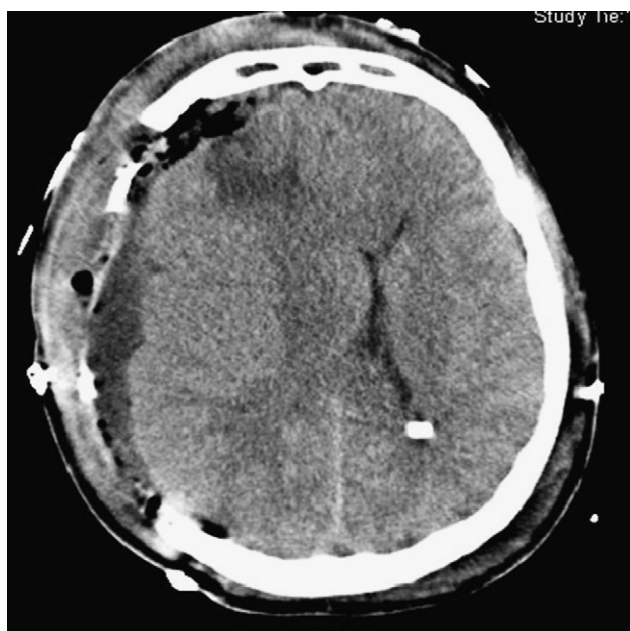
Imagen de tomografía computarizada.
